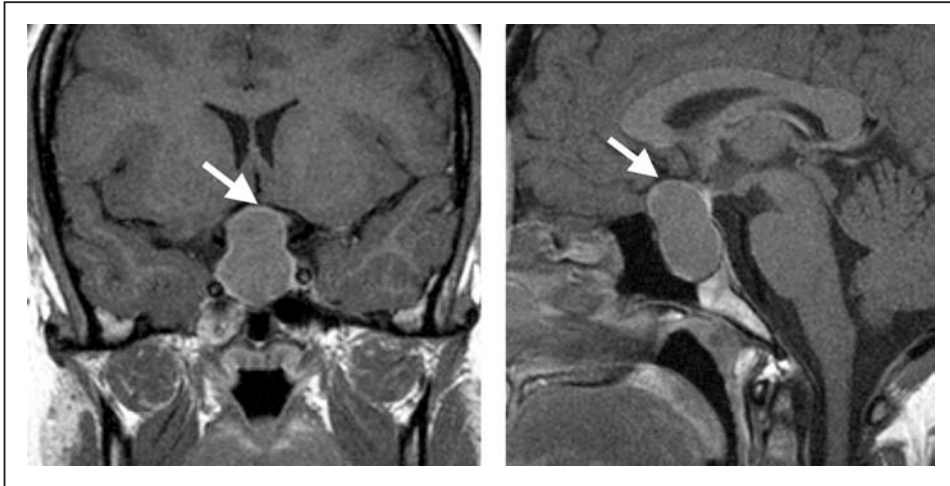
Aspect en IRM d'un macro-adénome hypophysaire à GH déformant le chiasma optique, en pondération T1 après gadolinium coupe coronale (à gauche) et coupe sagittale (à droite).
